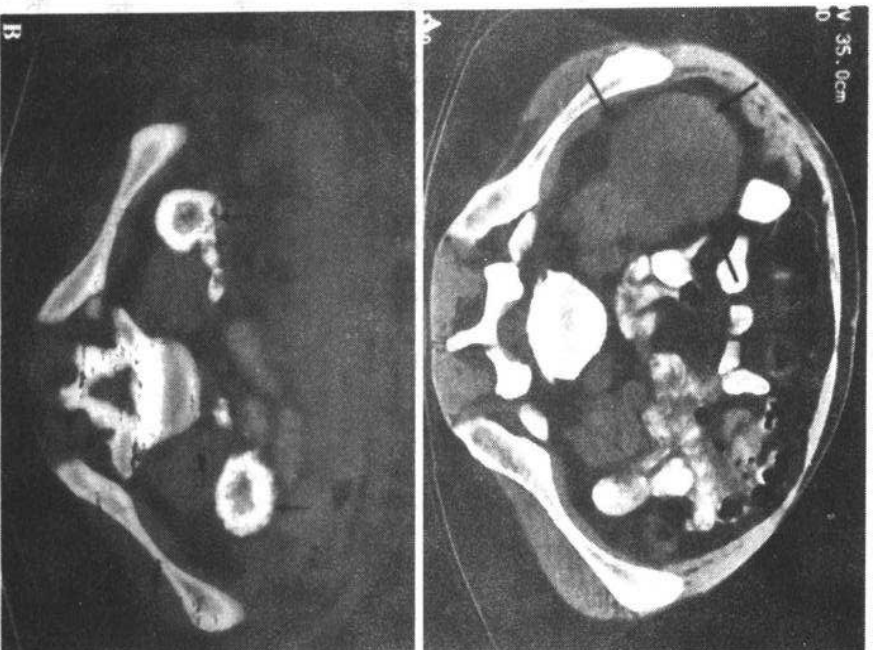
A 口服造影剂后行CT扫描示右下腹部正常移植肾影(箭示)。
